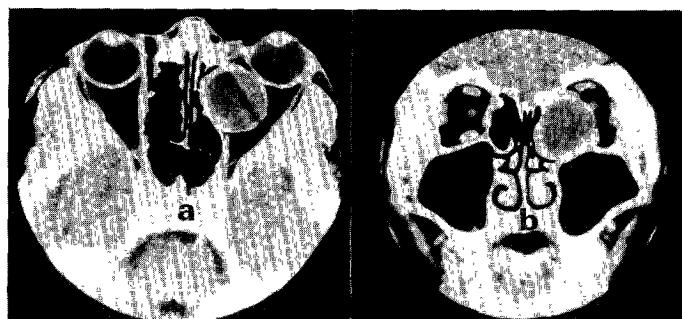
Preoperative orbital coaxial and coronal CT scan show large, round, homogeneous density with rim enhancement, which appears to be originated from anterior ethmoidal cells. Medial orbital wall is displaced to medial side, and eye ball anteriorly. No bony destruction and sclerosis are identified.
